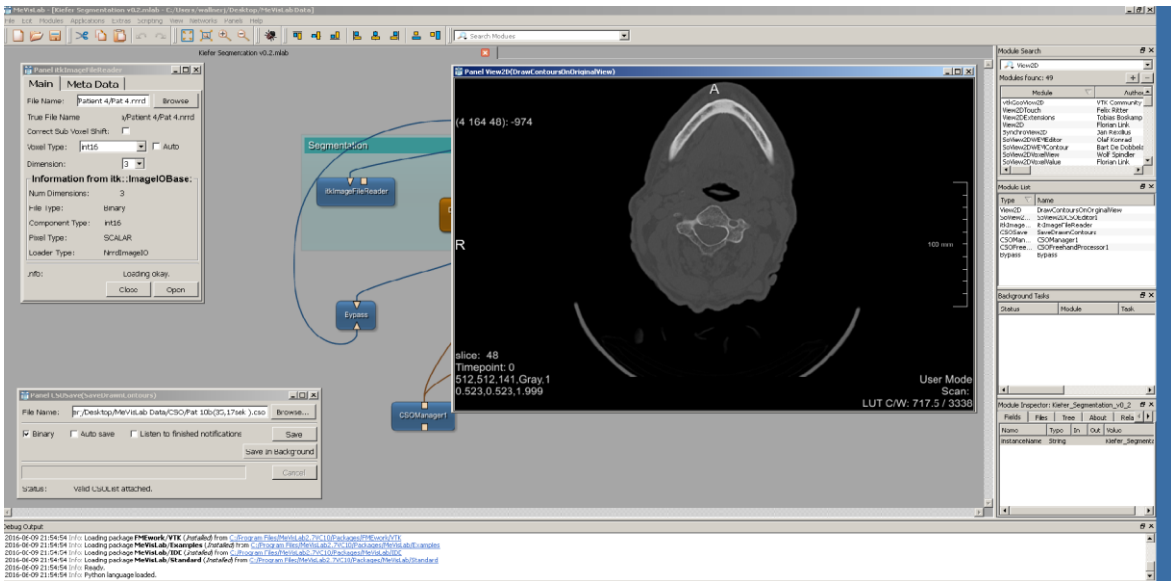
Segmentierungsvorgang Mevislab. Die Abbildung zeigt einen Schnitt eines CT-Bildes, nach dem Einspielen der CT-Daten in das Programm Mevislab. Anschließend wurde der Unterkiefer manuell segmentiert.
